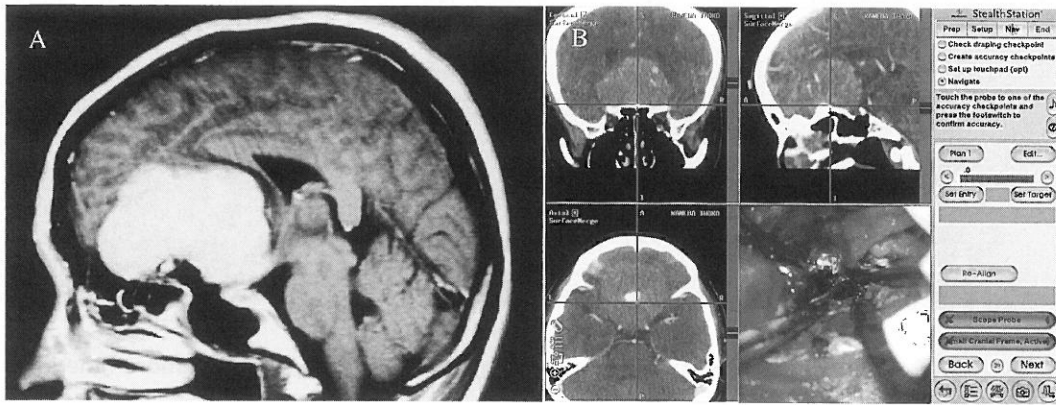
Case 1. A: Pre-operative magnetic resonance imaging (MRI) showing a large tuberculum sellae meningioma encroaching upon the carotid arteries. B: The neuronavigation system was quite useful for detaching the tumor attachment on the skull base, and for detecting the carotid arteries.
